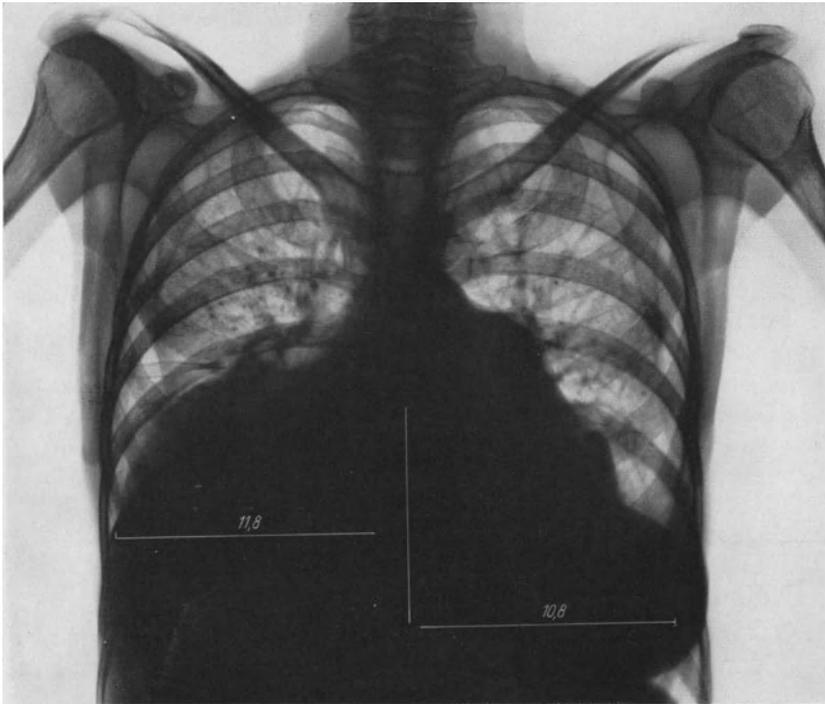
Röntgenbild zu Fall 2.
